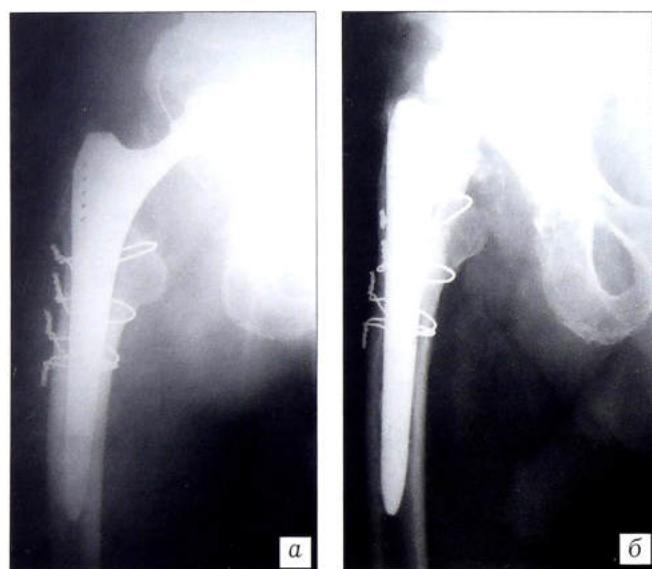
Рентгенограммы больного М. 72 лет сразу (а) и через 10 лет (б) после ревизионной операции с использованием ножки SLR.
